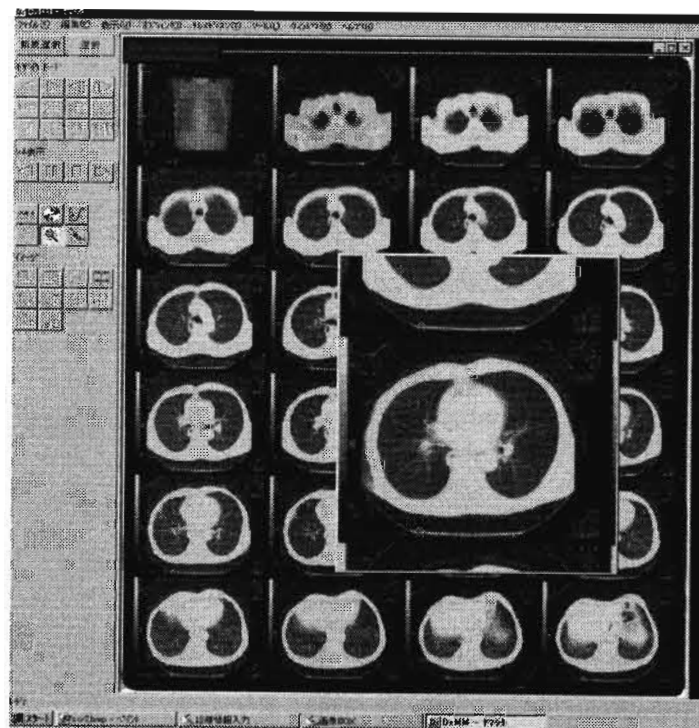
医療画像遠隔診断支援システムにおける受信 CT 画像
